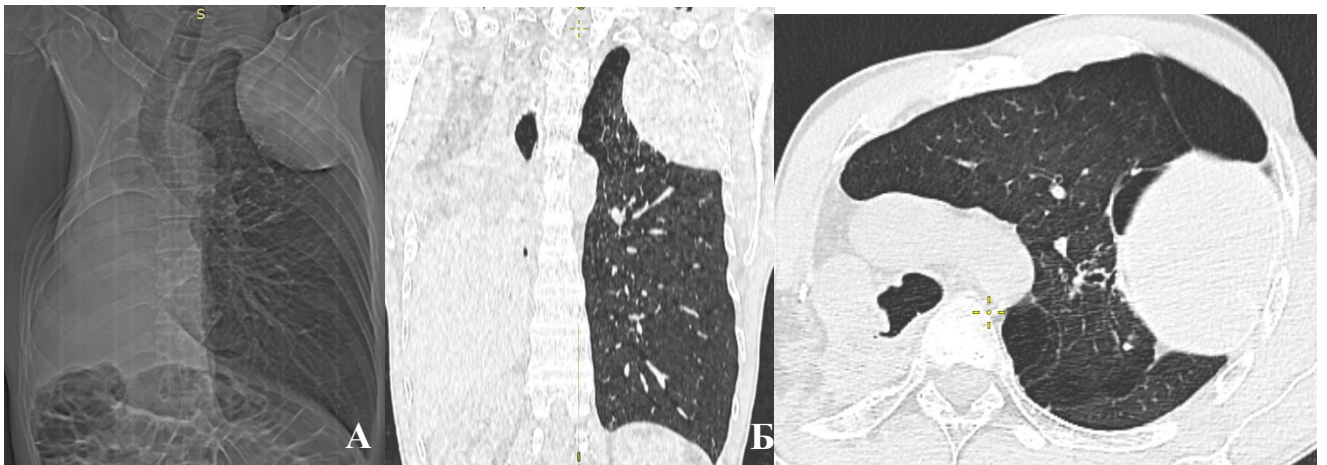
РГ (А) и МСКТ (Б) ОГК после этапного хирургического лечения
